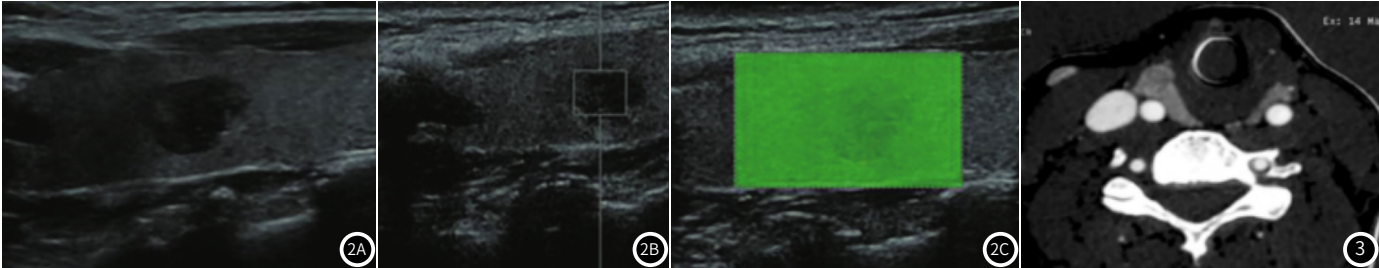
甲状腺恶性结节的VTI、VTQ以及VTI检测图。2A为甲状腺结节常规超声声像图；2B为同1甲状腺结节VTQSWV为3.3m/s；2C为同1甲状腺结节VTI质量图。
